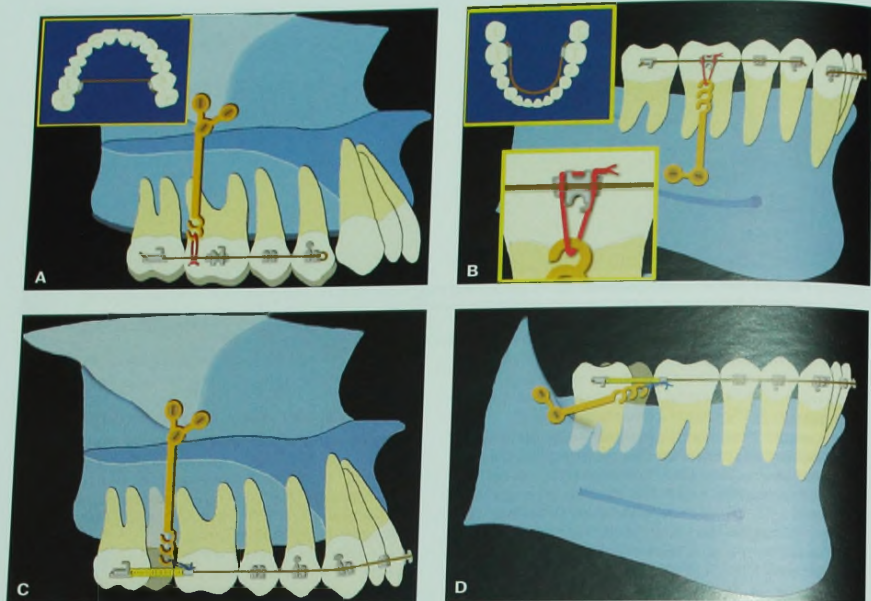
Биомеханика перемещения моляров с использованием SAS. А. Интрузия верхних моляров. В. Интрузия нижних моляров. С. Дистализация верхних моляров. D. Дистализация нижних моляров.
